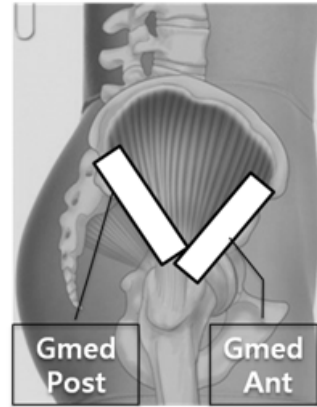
Position of ultrasonography probe
